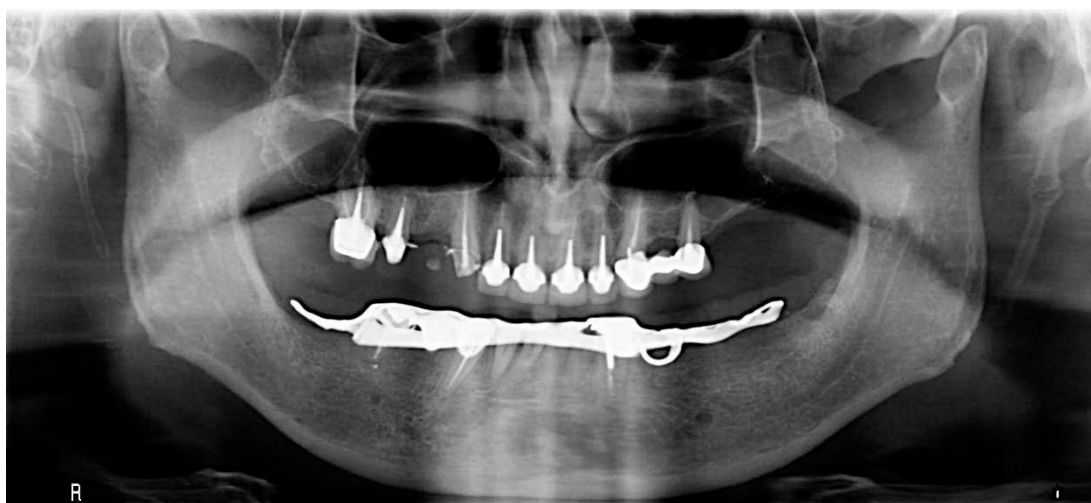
Radiographie panoramique illustrant la situation dentaire après avulsion de 14.
